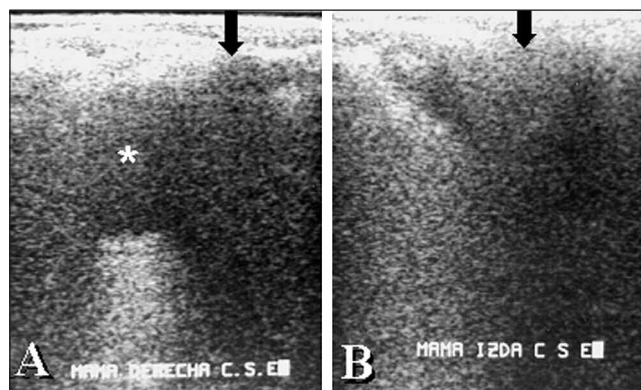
Ecografía mamaria comparativa de los cuadrantes superoexternos de ambas mamas (A: mama derecha; y B: mama izquierda): se visualizan focos hiperecogénicos con sombra ecogénica posterior (“ruido ecogénico”) correspondientes a granulomas de silicona en tejidos blandos de ambas mamas (flechas) que impiden la valoración de los planos posteriores. Adicionalmente se objetiva en la mama izquierda una imagen nodular hipocogénica, con refuerzo posterior del ultrasonido que simula el aspecto de un quiste (asterisco).
